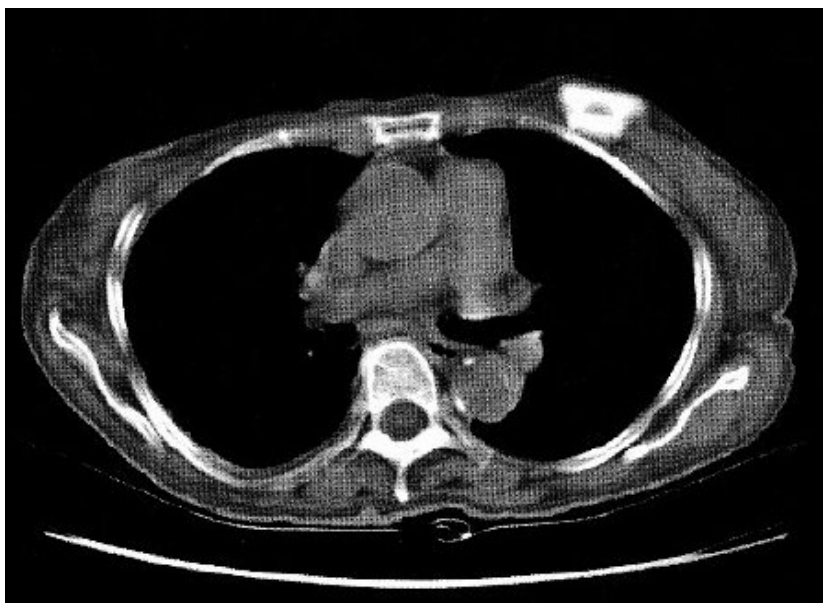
Tomografia computadorizada. Acima e à direita, observa-se a rotação do reservatório, verifica-se seu ápice voltado para os arcos costais.
